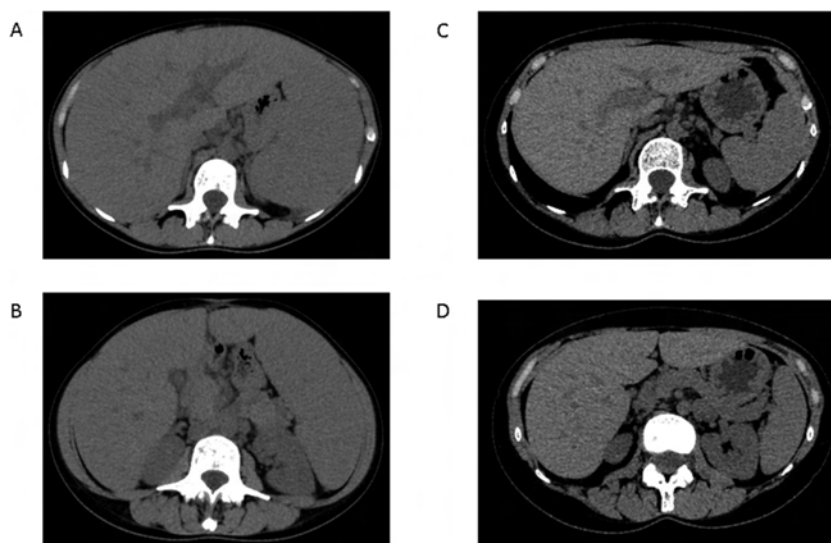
A, B：腹部単純 CT（初診時）。有意なリンパ節腫大は認められなかったが、著明な肝脾腫を認めた。
